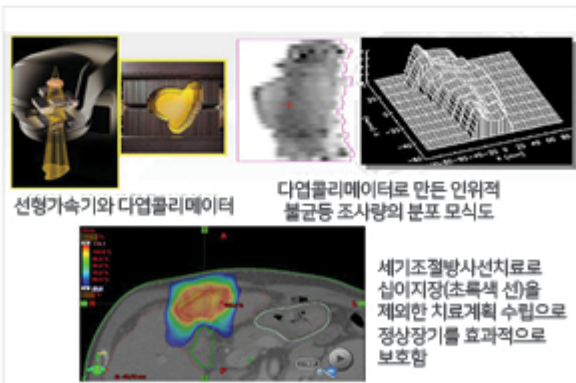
세기조절방사선치료 위한 다엽콜리메이터와 치료 적용 예
